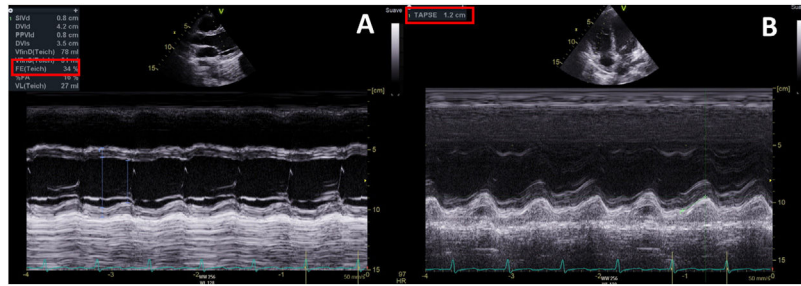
Ecocardiograma en modo M a las 24 horas del ingreso: disfunción grave de los ventrículos izquierdo (A) y derecho (B).
